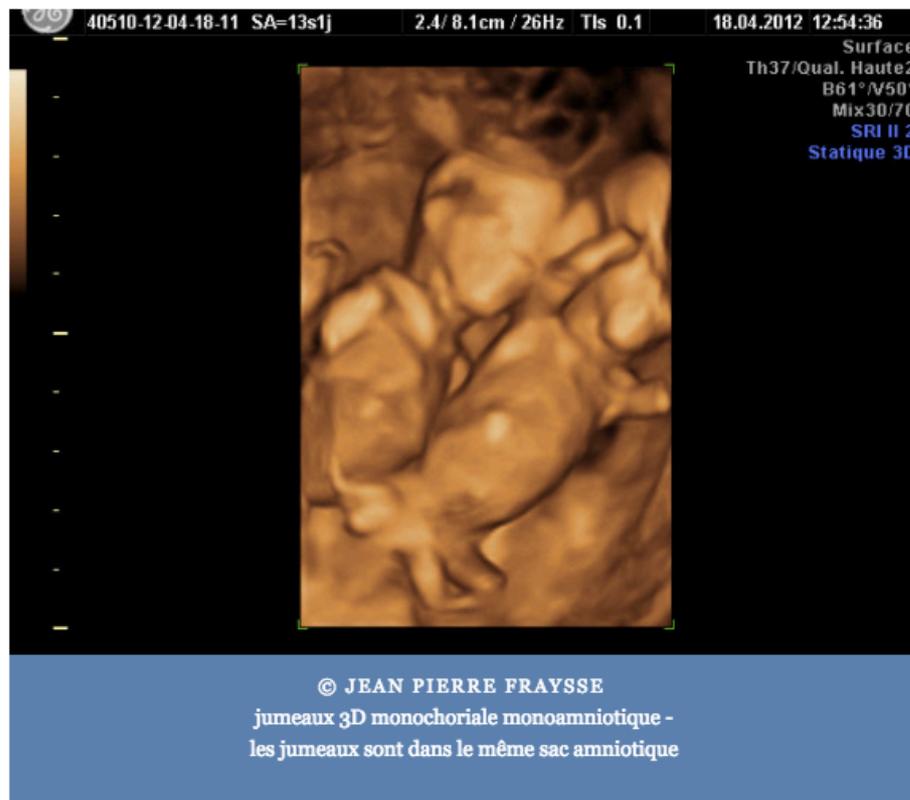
Image 3D tirée de la photothèque de l'échographe de Toulouse.
